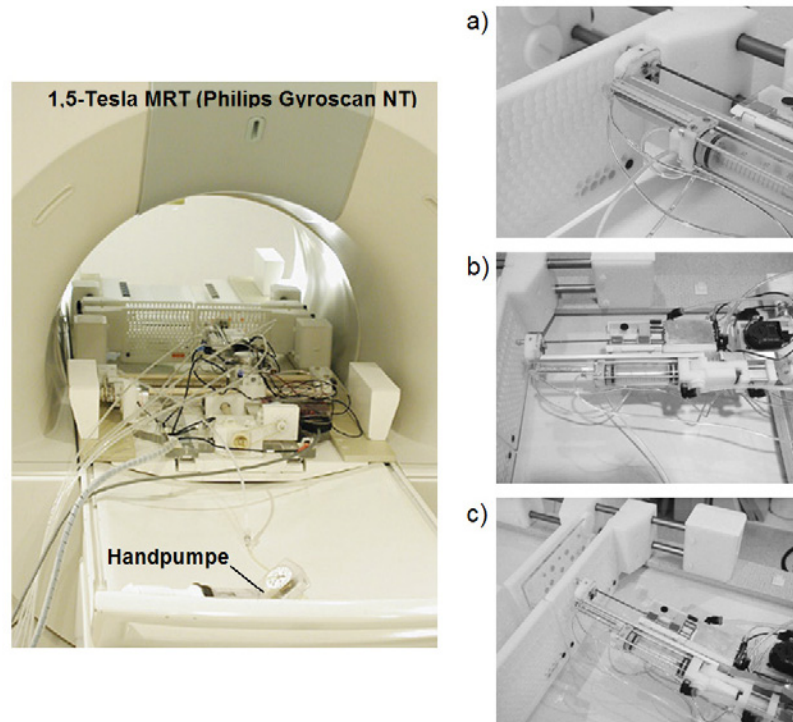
links: Versuchsanordnung im MRT-Isozentrum, rechts: a) Kalibrierung, b) Anfahren des Punktionskanals, c) Ausrichtung der Biopsienadel in die Zielposition.
